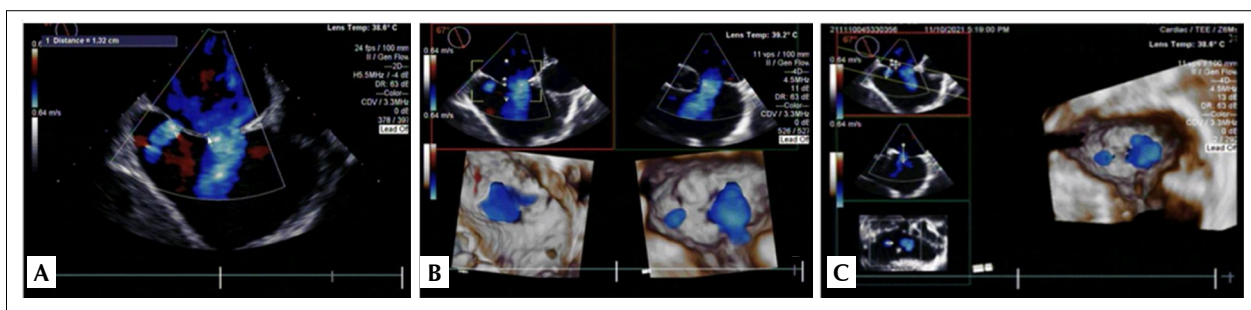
Ecocardiograma transesofágico tridimensional do dia 11 de novembro de 2021 visualizando comunicação interatrial do tipo ostium secundum (dois orifícios) com repercussão hemodinâmica.
